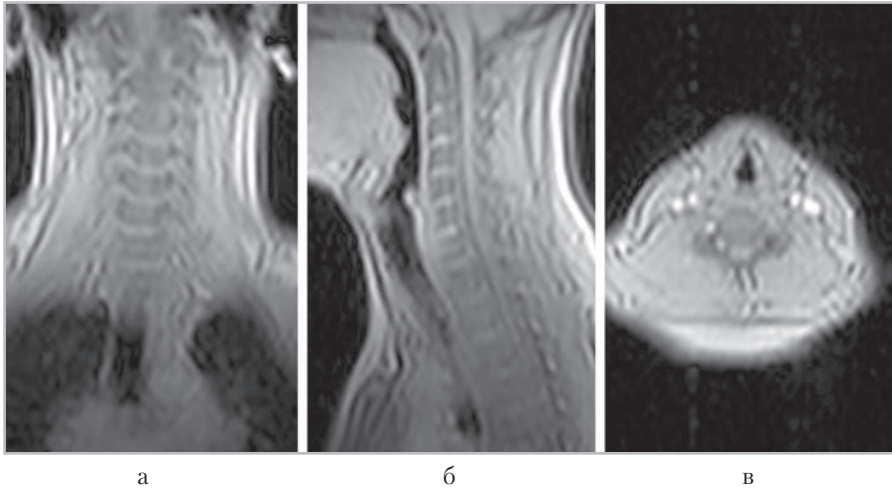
МР-томограммы, полученные для планирования блоков срезов в коронарной (а), сагиттальной (б) и аксиальной (в) плоскостях
